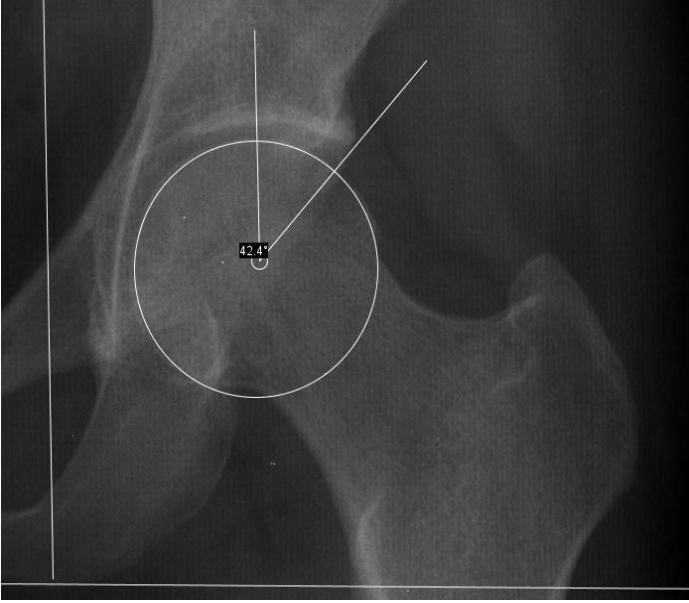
OLGU 3; Cam tip FAI hastasında AP-pelvis grafisinde, sol femur başında asferisite.
